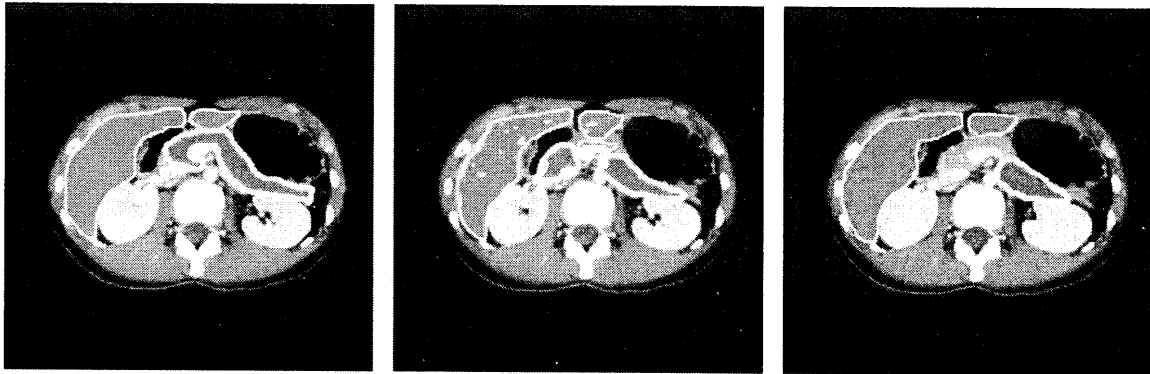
CT 像 X(左), cluster2 の平均画像(中), cluster3 の平均画像(右) の Sagittal 断面図。
